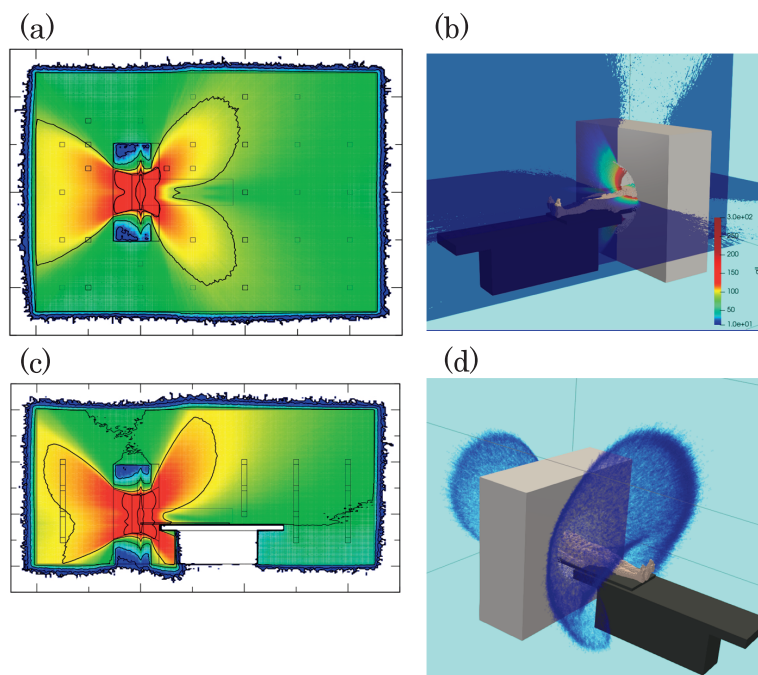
胸部X線CT検査におけるCT検査室内の散乱線の広がり。
